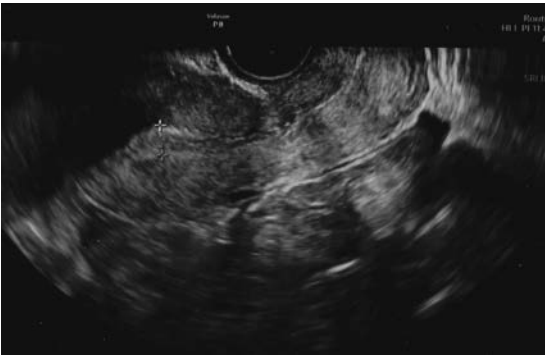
4回目の凍結融解胚移植決定時の超音波所見（子宮鏡手術後（ホルモン補充周期14日目））
